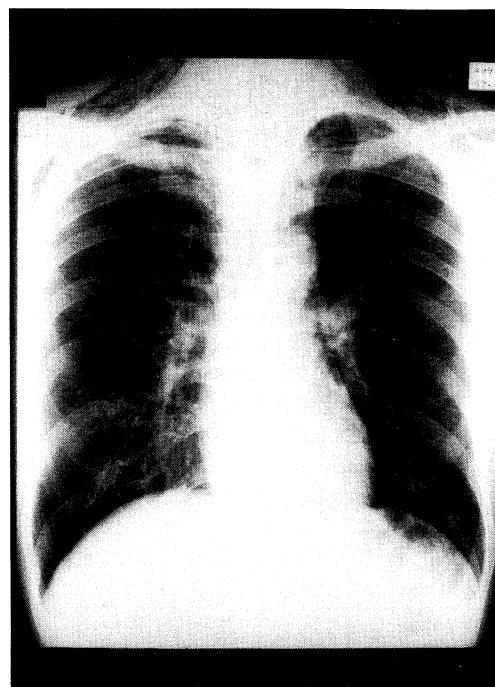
Chest X-ray film showing subcutaneous and mediastinal emphysema
